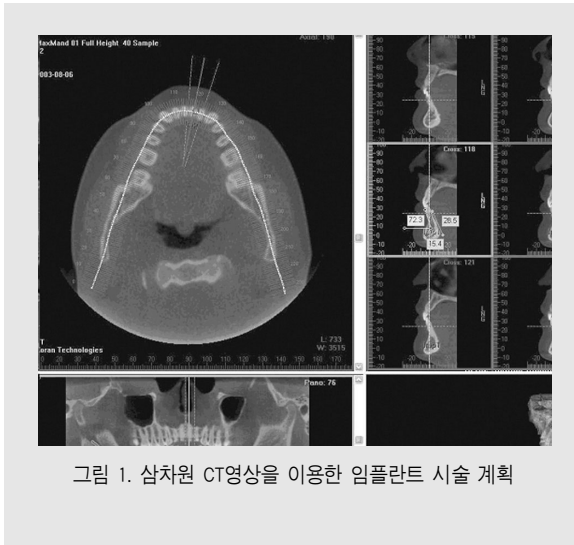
삼차원 CT영상을 이용한 임플란트 시술 계획
